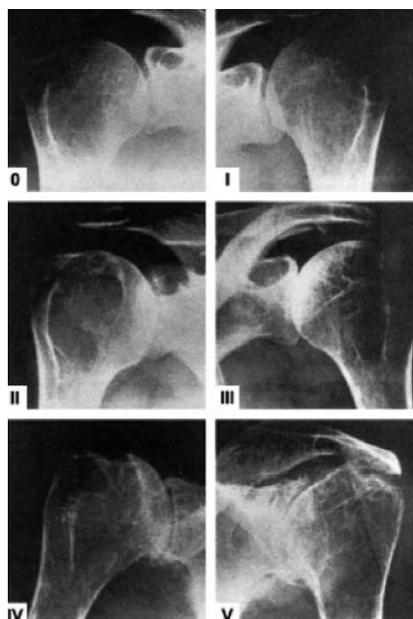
Рентгенологическая классификация Larsen. Объяснение в тексте
